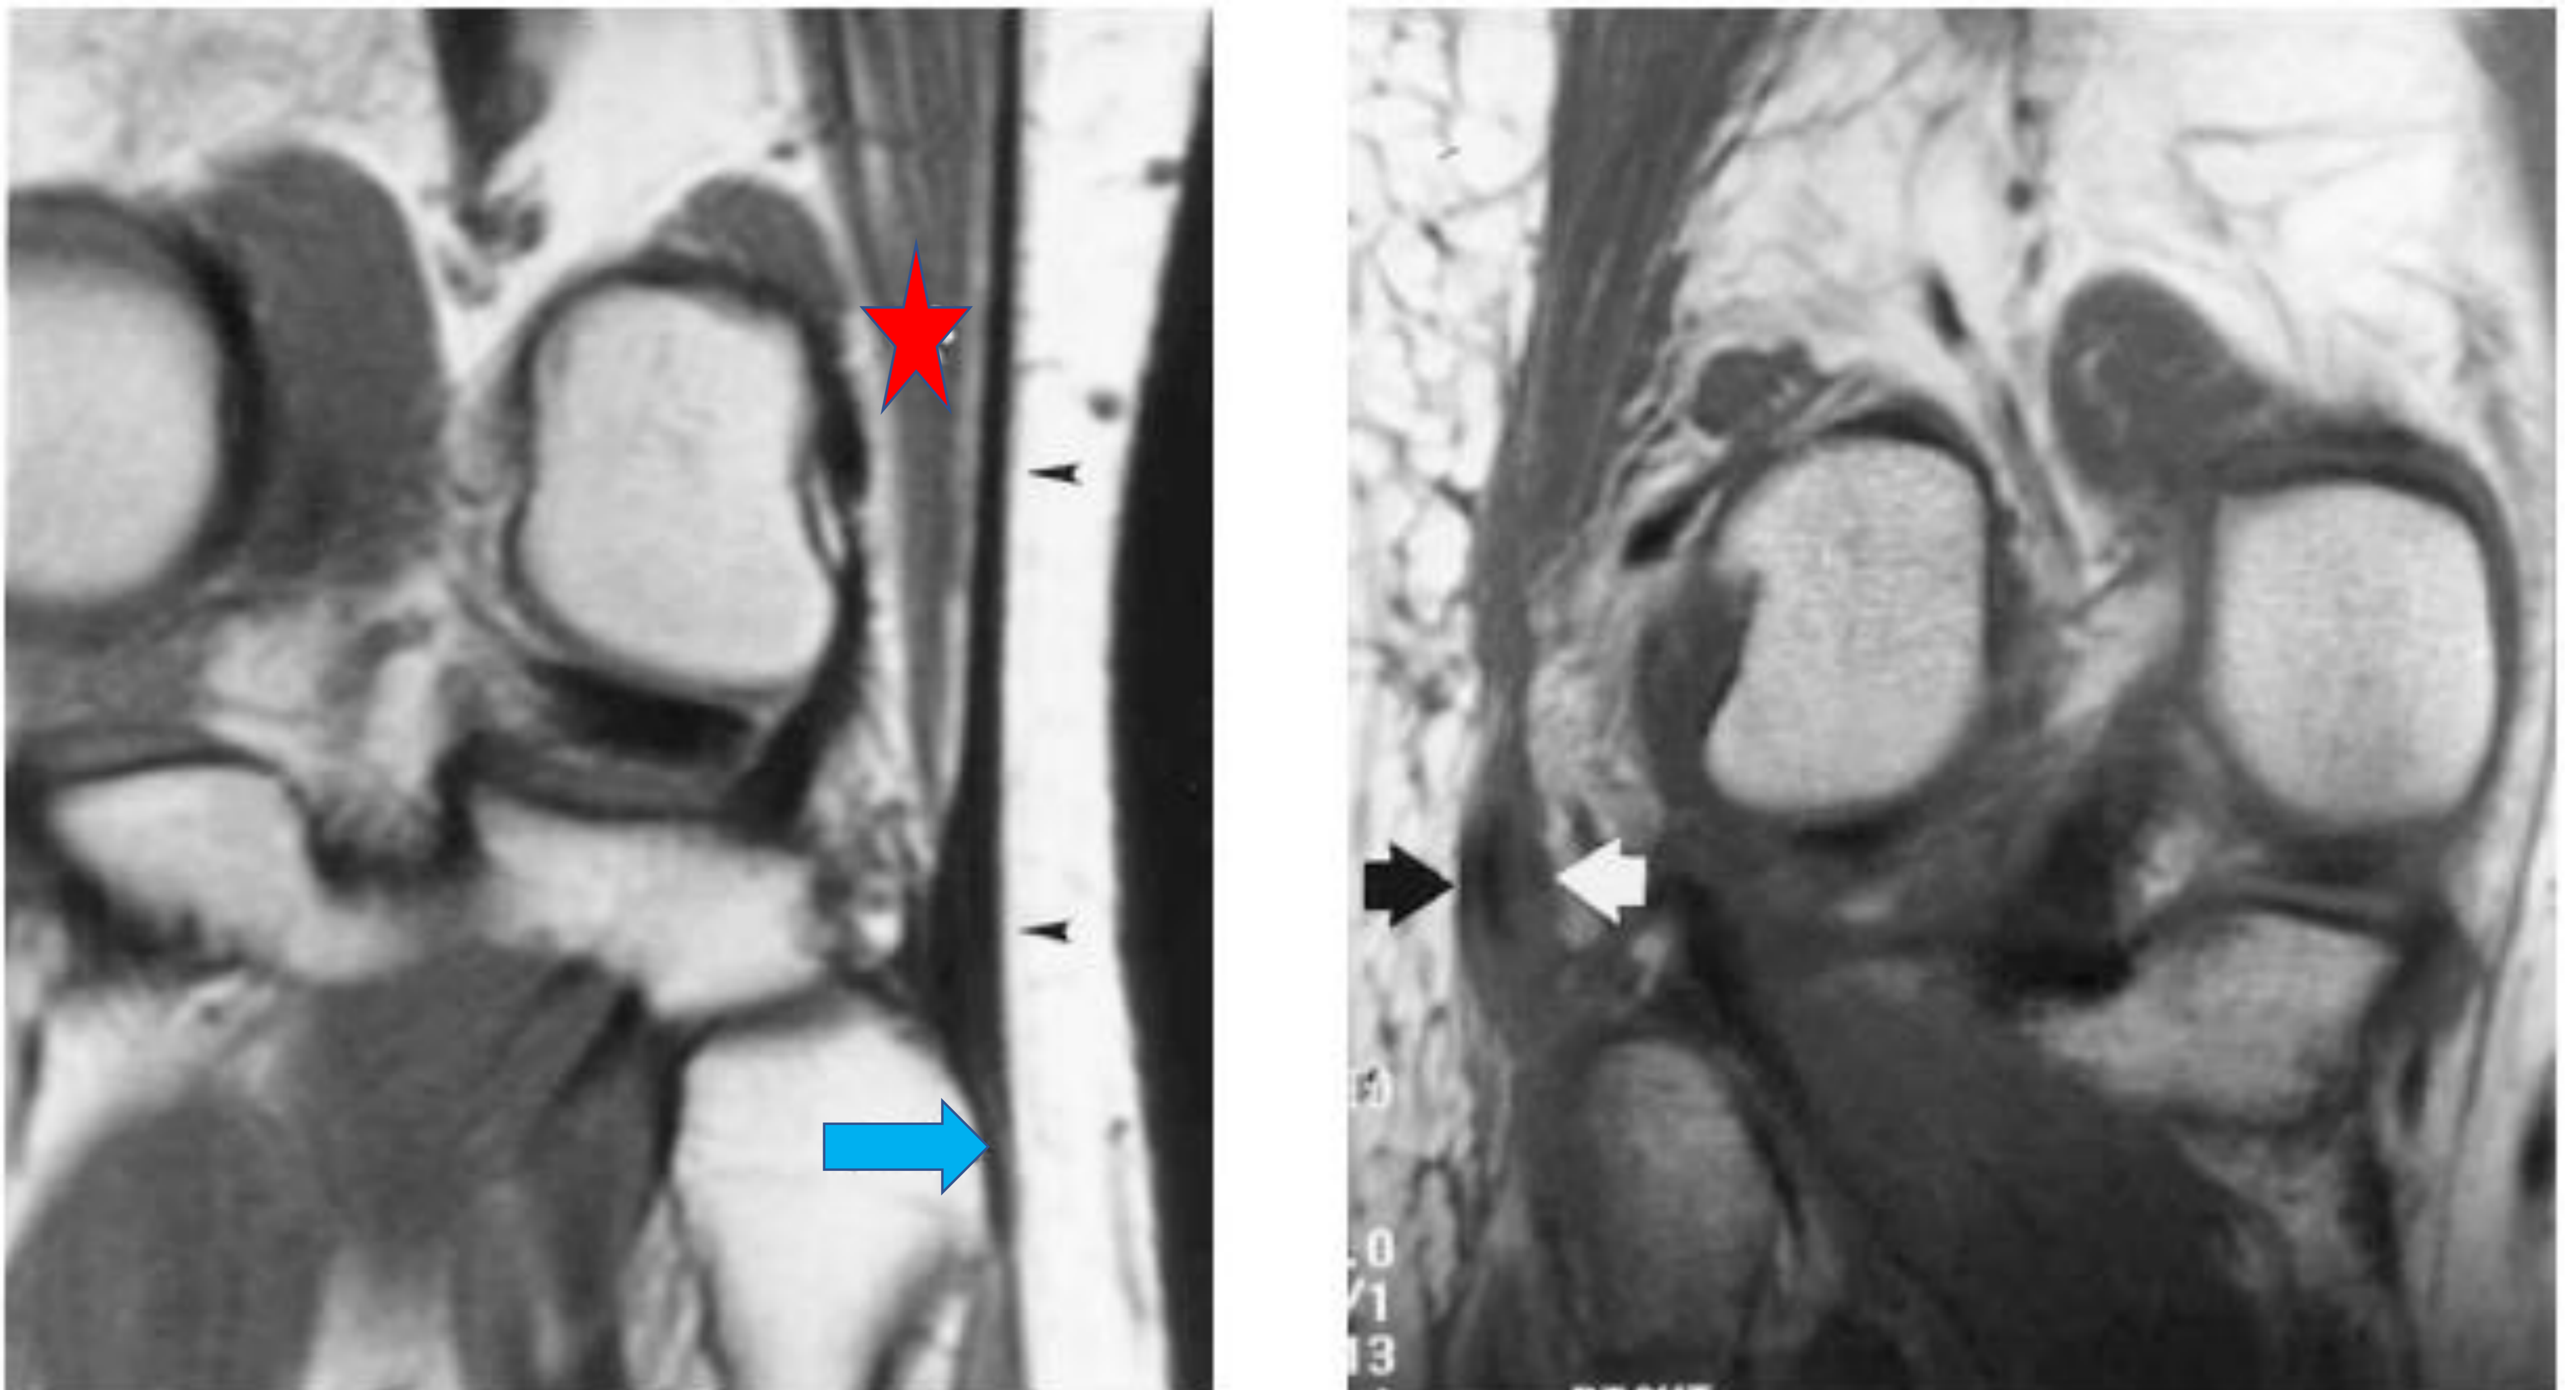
22: (Izquierda): Tendón de bíceps femoral distal normal. RM corte Coronal secuencia ponderada en T1 donde se visualiza la cabeza corta del bíceps femoral (estrella). El tendón sano (puntas de flecha), insertándose en la porción lateral del peroné (flecha azul)
